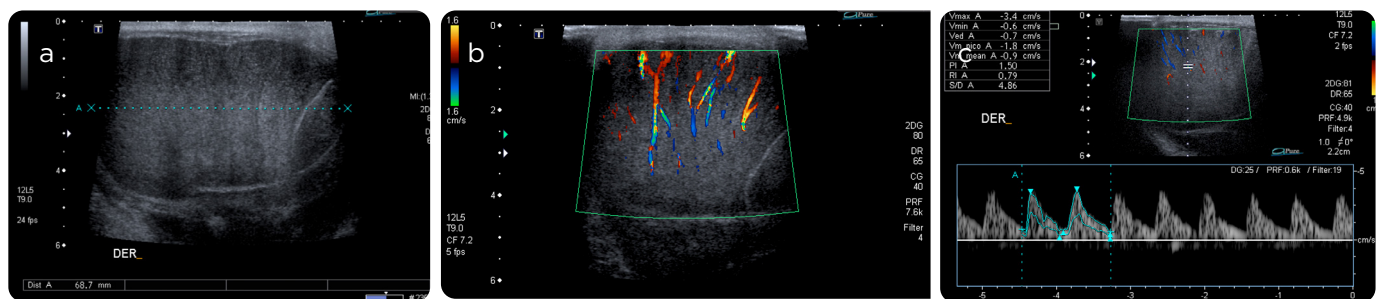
a) En la imagen transversa de ultrasonido se observa el testículo derecho aumentado de tamaño, de ecogenicidad heterogénea, con bandas paralelas hipoeicas. b) A la exploración con Doppler color se observa aumento generalizado del flujo. c) La exploración con Doppler espectral demuestra curvas monofásicas de alta resistencia, con un valor de 0,79 indicado en el recuadro a la izquierda de la imagen.
